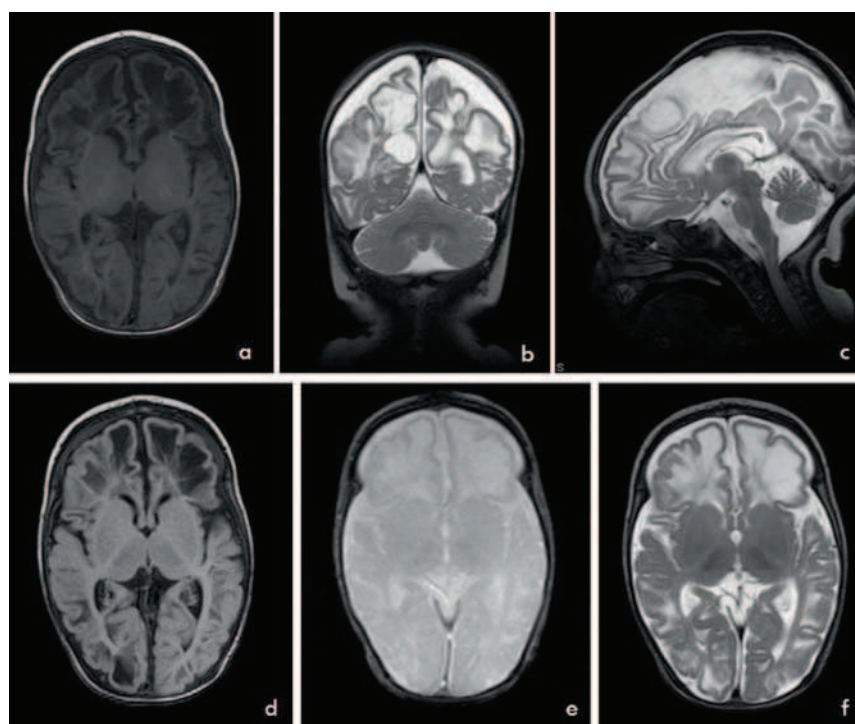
Caso 2. Perda global do volume encefálico. Múltiplos quistos subcortical fronto-parietais e na região occipital direita. Não se definem lesões a envolver os núcleos da base, os tálamos ou o compartimento infratentorial. a) T1 Axial; b) T2 FSE Coronal; c) T2 FSE Sagittal; d) FLAIR Axial; e) T2 Axial; f) T2 FSE Axial.
